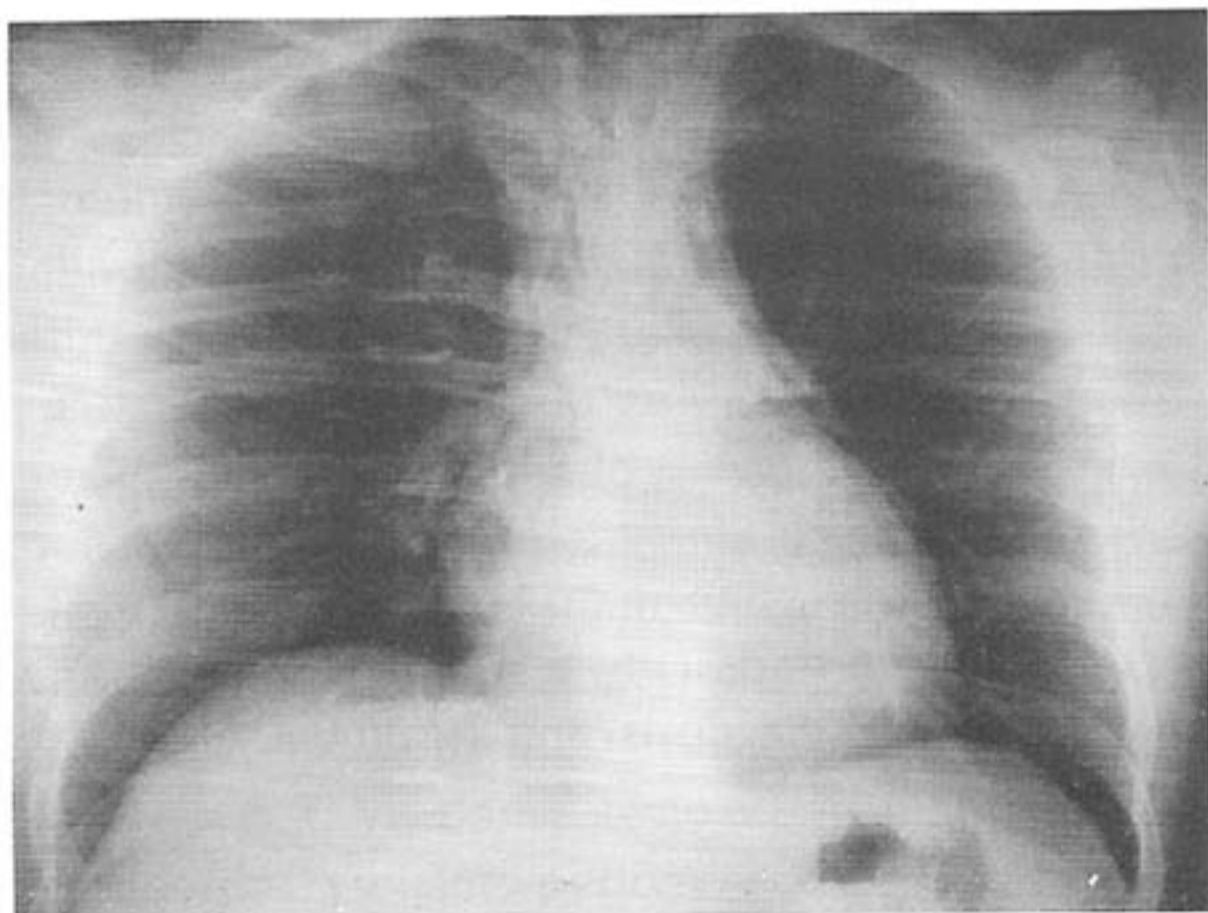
Telerradiografia do tórax na incidência póstero-lateral, realizada na admissão hospitalar, evidenciando presença de ar nos compartimentos mediastinais.
